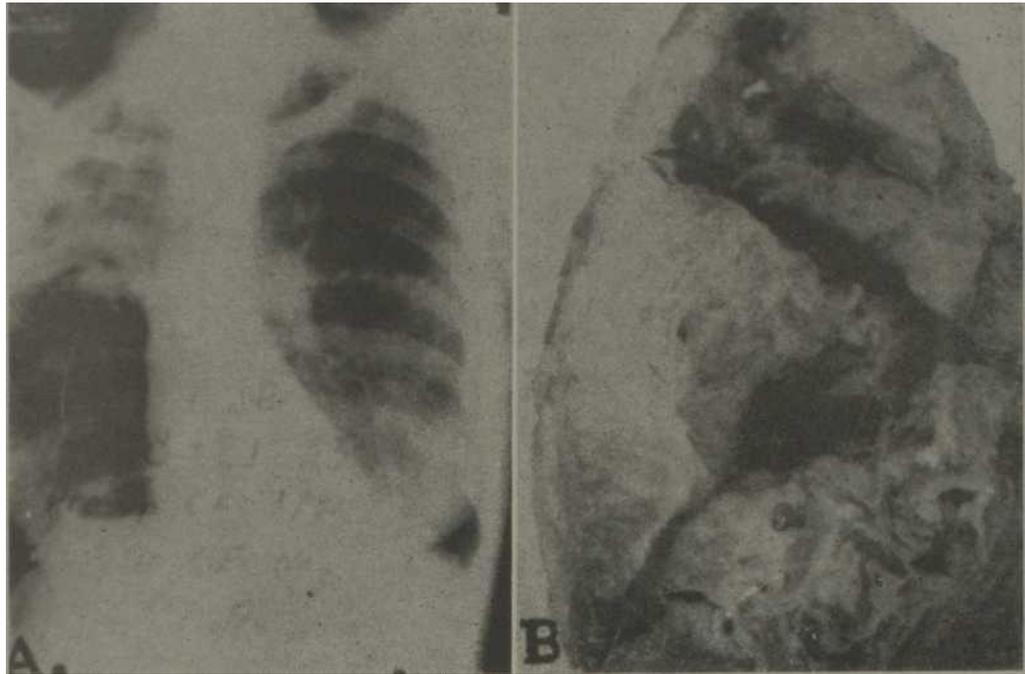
Histoplasmosis crónica cavitaria. A- radiografía pulmonar, B-pieza anatómica. (Tomada del libro de Sweany).
